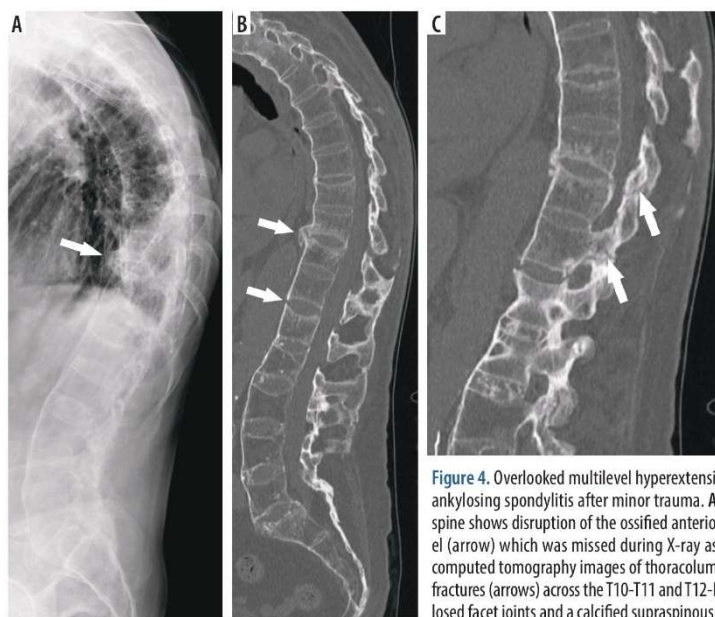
Overlooked multilevel hyperextension fractures in a 73-year-old man with ankylosing spondylitis after minor trauma. A) Lateral radiograph of thoracolumbar spine shows disruption of the ossified anterior longitudinal ligament at T10-T11 level (arrow) which was missed during X-ray assessment by both readers. B) Sagittal computed tomography images of thoracolumbar spine demonstrate hyperextension fractures (arrows) across the T10-T11 and T12-L1 disc spaces extending to the (C) ankylosed facet joints and a calcified supraspinous ligament (arrows)
